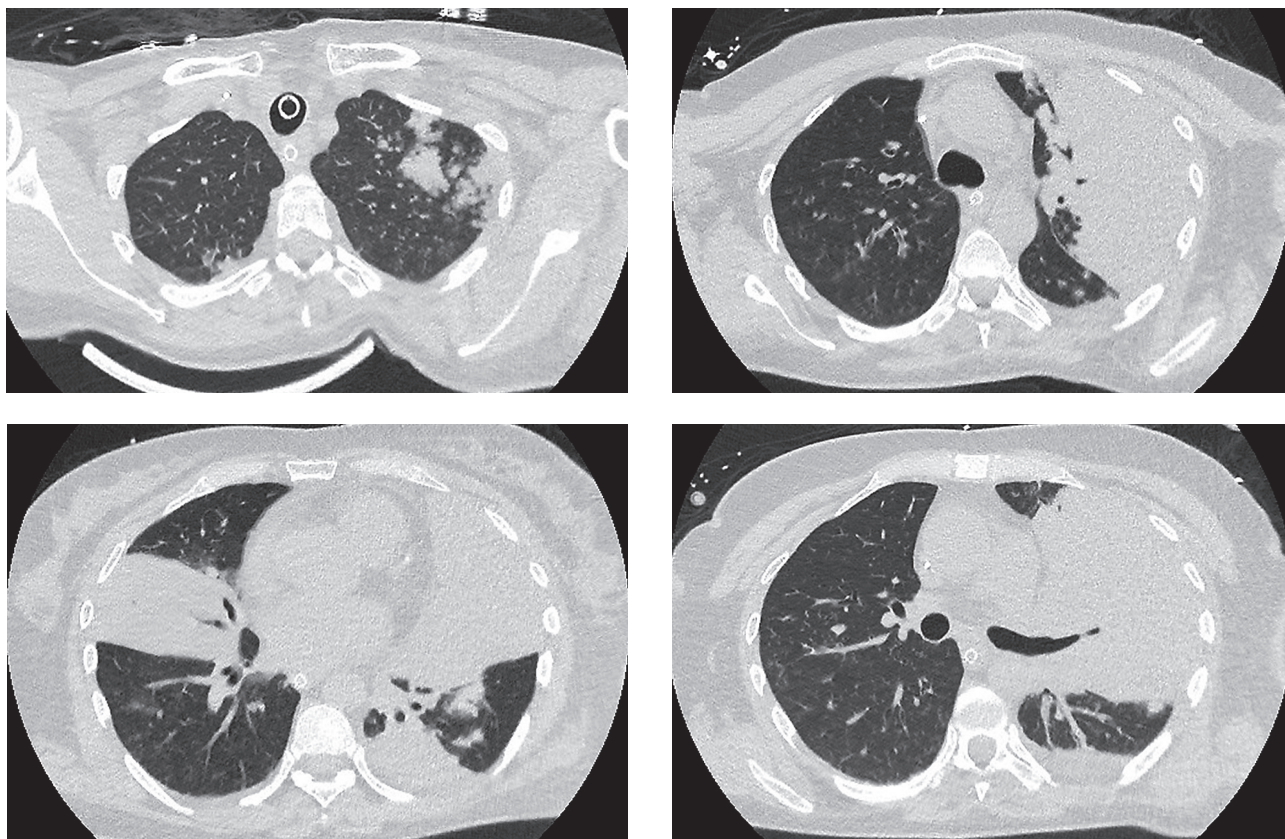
Компьютерная томография органов грудной клетки пациентки, злоупотребляющей алкоголем, с тяжелой ВП, вызванной *Klebsiella pneumoniae*
